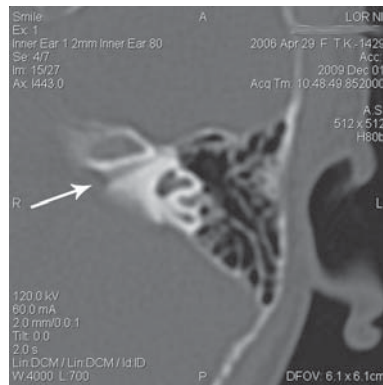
КТ височной кости с суженным водопроводом преддверия.
